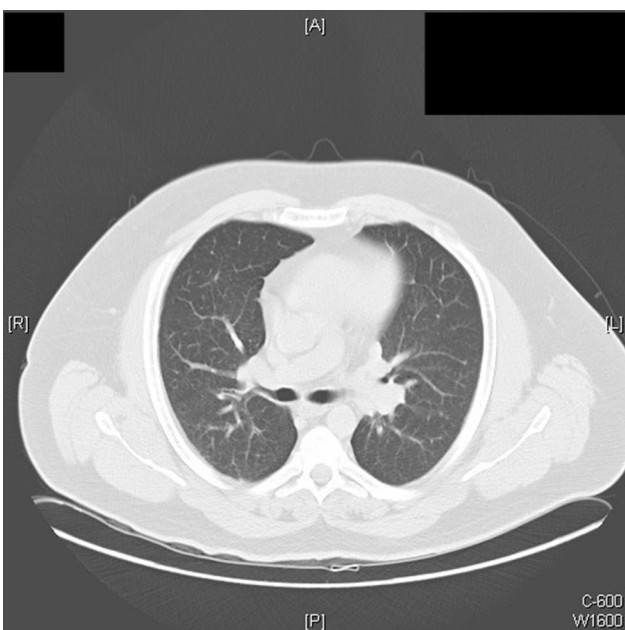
TAC de alta resolución con una reducción significativa de los nódulos pulmonares y adenopatías parahiliares transcurridos 6 meses desde el diagnóstico y tras la interrupción del tratamiento con anti-TNF.
